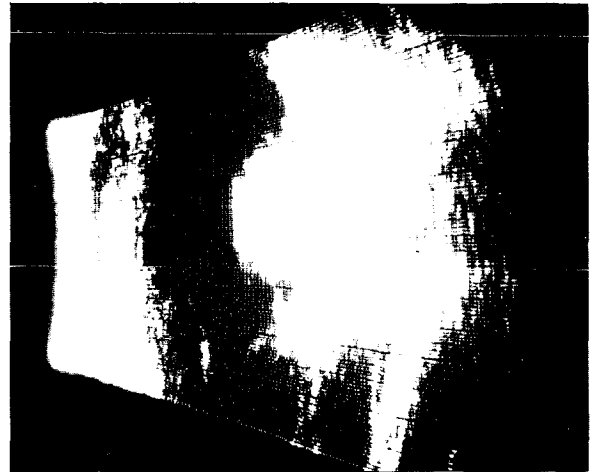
Ecografía ocular. Se observa masa polipoidea protruyendo en el globo ocular.
